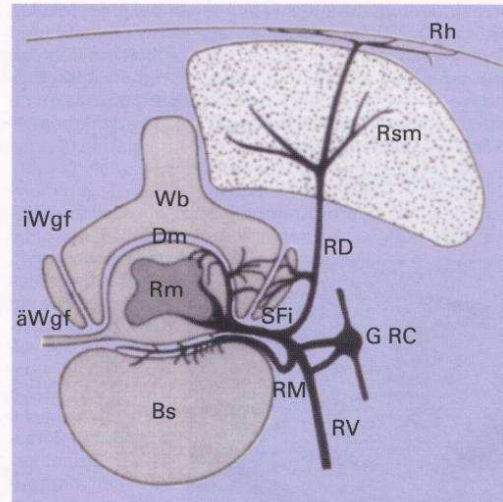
Der Spinalnerv und seine Äste: Ramus ventralis (RV), Ramus dorsalis (RD), Ramus meningeus (RM). Über die Rr. communicantes besteht eine Verbindung vom Ramus meningeus und Ramus ventralis zum Grenzstrangganglion (G RC).
